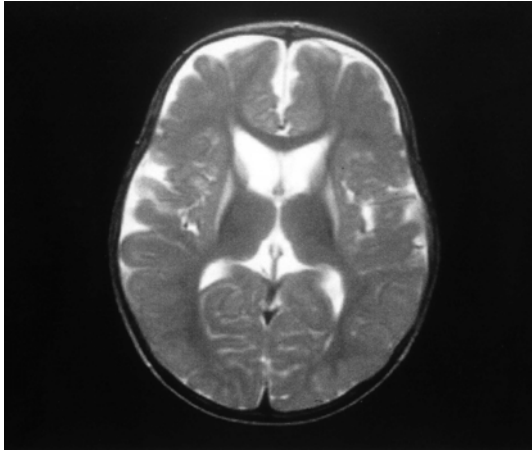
Brain MR imaging shows frontotemporal atrophy with widening of Sylvian fissures, high signal intensity in atrophic caudate nucleus and putamen.
